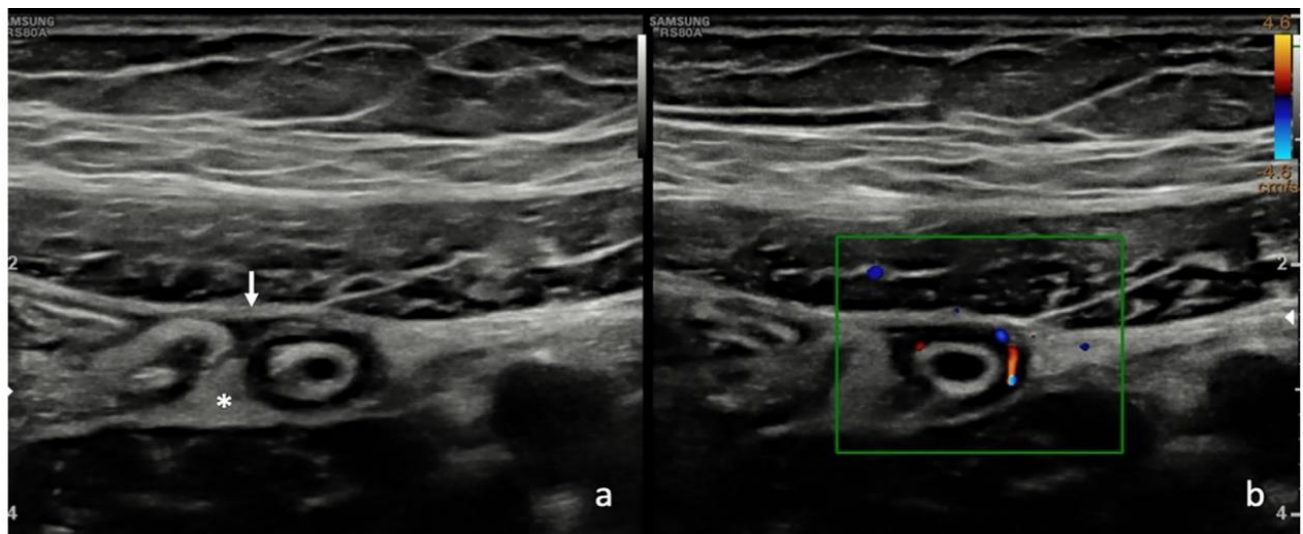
a. Image en cocarde avec présence de liquide intraluminal b. Hypervascularisation de la paroi appendiculaire à l'échodoppler [56]
